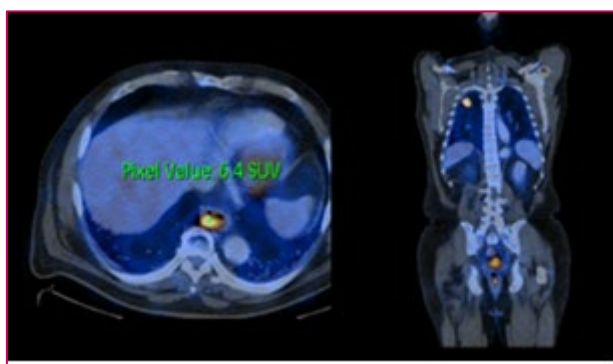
PET SCAN. IZQ.: CAPTACIÓN DEL RADIOTRAZADOR EN EL TUMOR CARDIAL; DER.: Y EN UNA METÁSTASIS PULMONAR
